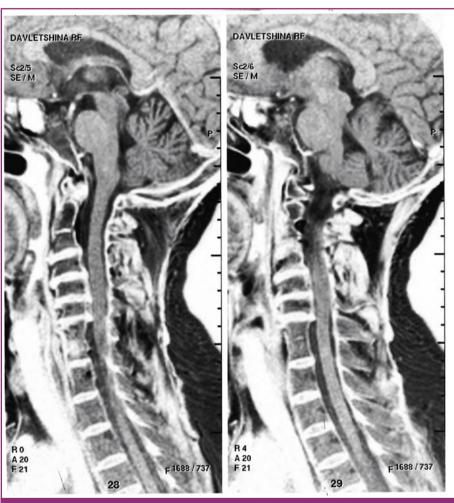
МРТ шейного отдела позвоночника. Больная Д., 36 лет. Аномалия Клиппеля—Фейля (синостоз CII-CIII и CVII-DI)
